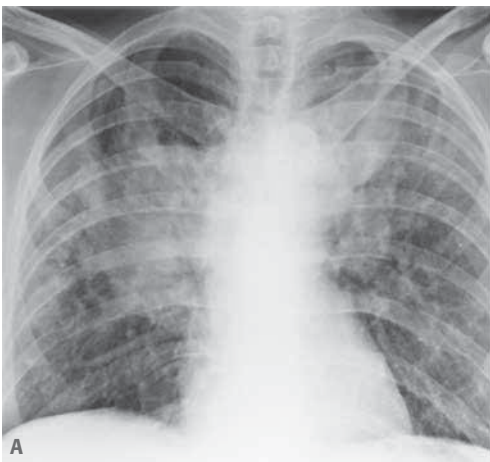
Linfoma. Condensación bilateral que en TC se demuestra que corresponde a masas pulmonares bilaterales.
